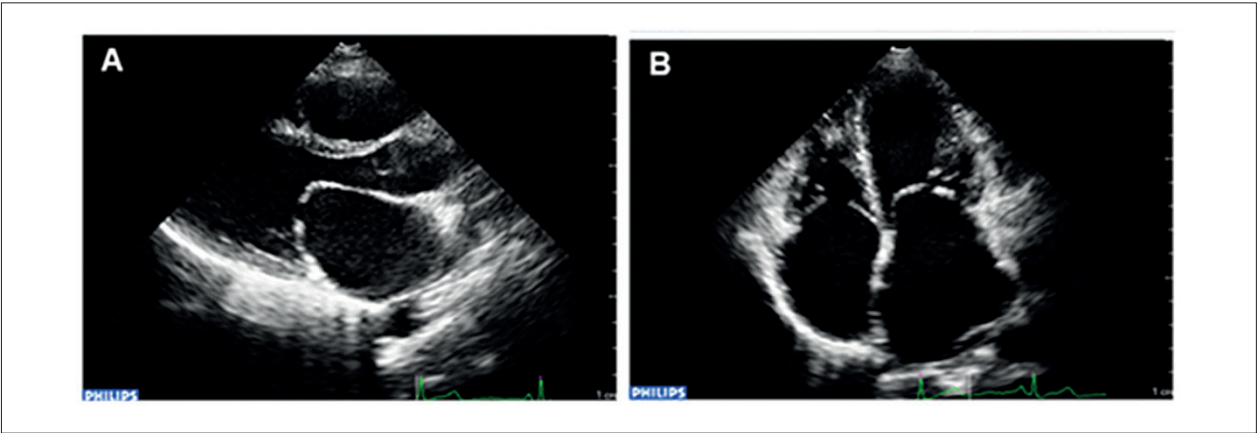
Estenose mitral reumática com anatomia favorável. Ecocardiograma transtorácico bidimensional: corte paraesternal em eixo longo (A) e apical em quatro câmaras (B), mostrando valva mitral com folhetos delgados, móveis e sem calcificação, compatível com anatomia favorável à VMPB.
